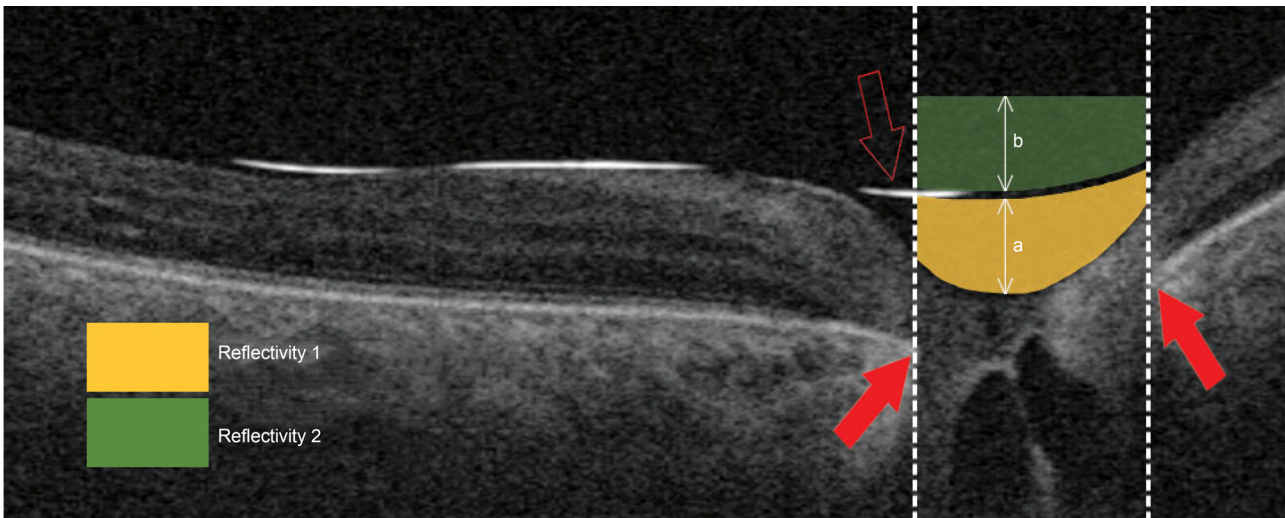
Measurement of the optical coherence tomography (OCT) reflectivity in swept-source OCT (SS-OCT) images using Image J program. The areas of optic disc recess and silicone oil body were selected manually. The vertical boundary line (white dot line) is defined as a line perpendicular to Bruch's membrane's opening (BMO; red arrow). The area of the silicone oil body and the optic disc recess is horizontally separated by a hyperreflective line representing silicone oil (red hollow arrow). The height of the optic disc recess is a minimum distance from the hyperreflective line to the base of optic disc recess (a), and the height of silicone oil body area is set to the same value (b). Reflectivity 1 is the OCT reflectivity of the optic disc recess (yellow area) and reflectivity 2 is the OCT reflectivity of silicone oil body (green area). Reflective ratio (RR) is the ratio of OCT reflectivity of fluid in the optic disc recess to silicone oil body (Reflectivity 1/Reflectivity 2). RR2/RR1 is the ratio of reflective ratio just before silicone oil removal (RR2) to reflective ratio 2 weeks after silicone oil tamponade (RR1).
